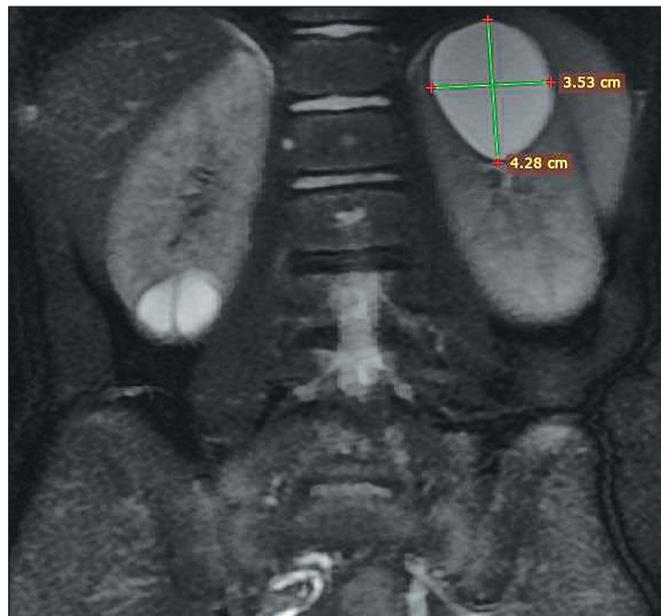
Магнитно-резонансная томография, фронтальный срез, мальчик Д., 7 лет.
